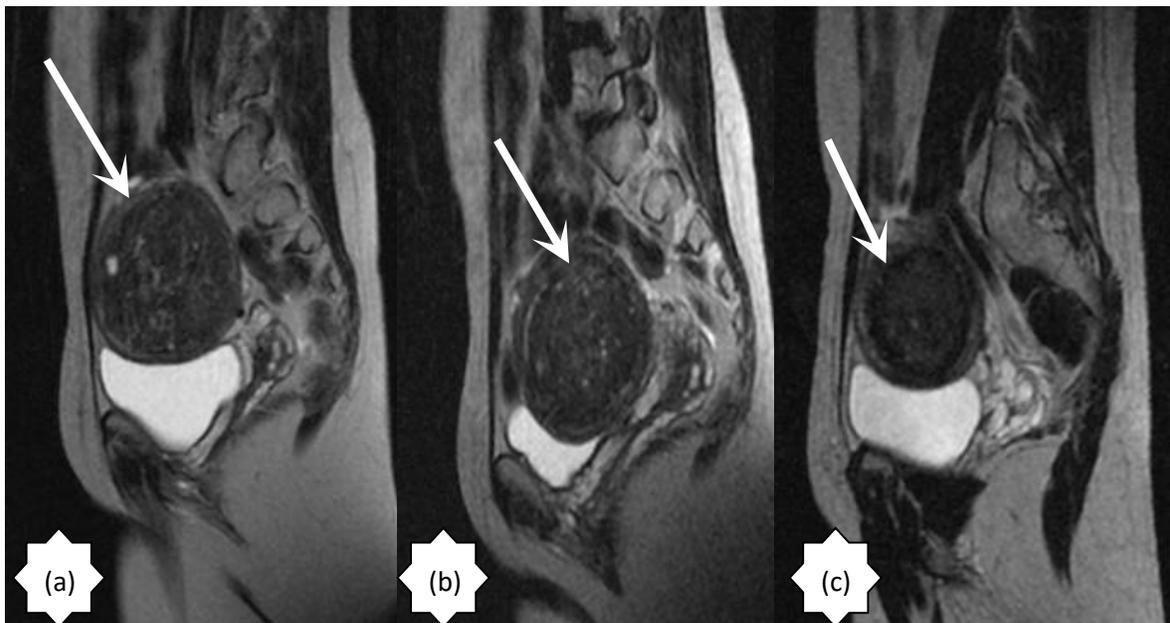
RM de pelvis corte sagital en secuencia ponderada en T2 donde se aprecia la evolución del fibroma uterino (flecha blanca), (a) antes del tratamiento HIFU, (b) 1 mes después del tratamiento HIFU y (c) 3 meses después del tratamiento HIFU.
